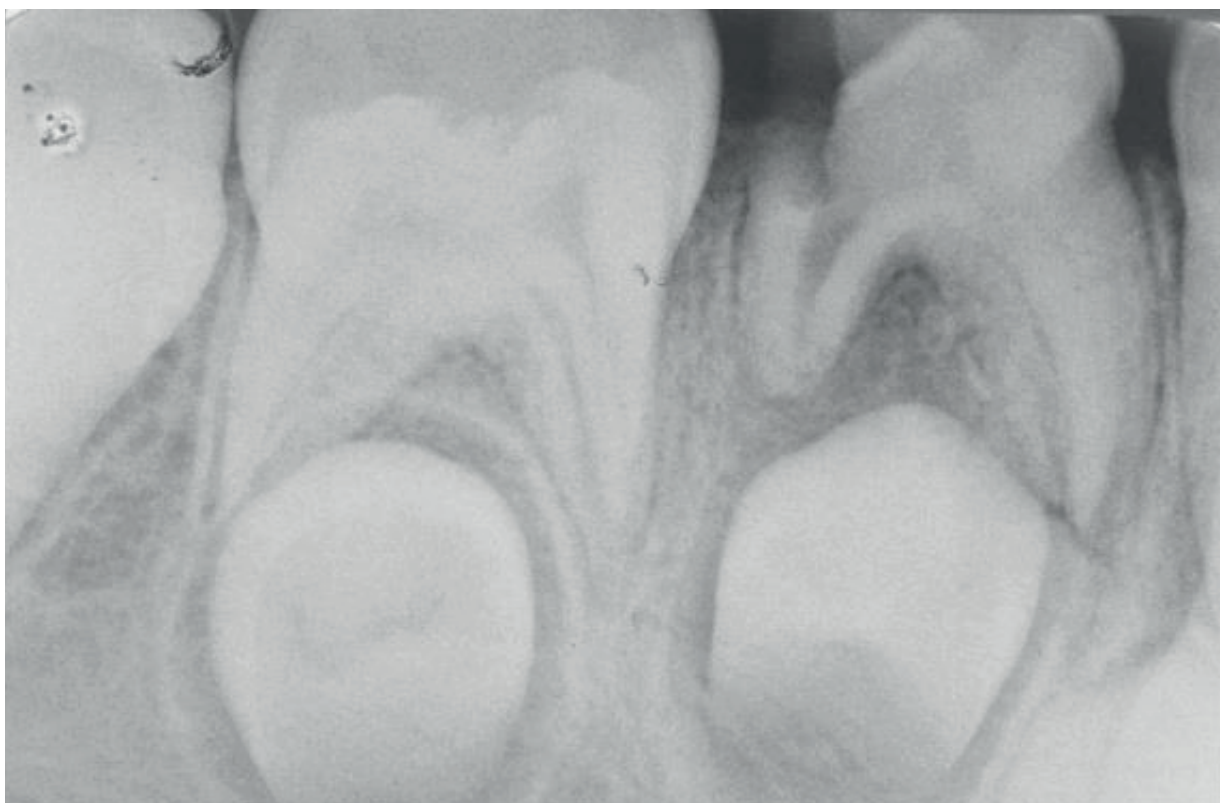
Radiografia inicial. Fonte: Os autores.
